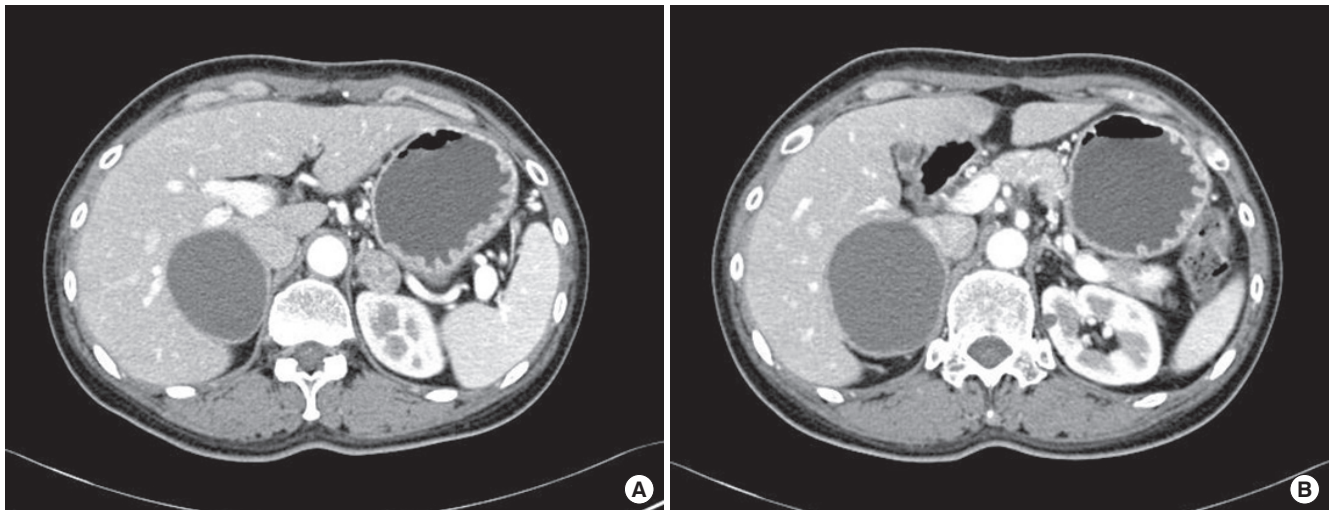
Preoperative computed tomography (CT) scan. (A) Abdomen CT reveals an 2.5 cm sized hypervascular adrenal mass in left adrenal gland, and (B) an 6.5 cm sized cystic mass with peripheral wall thickening in right adrenal gland.
